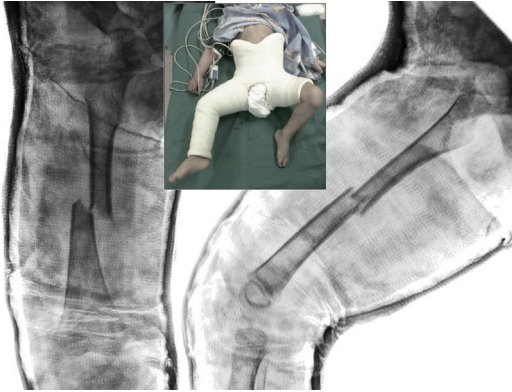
Radiografías de fémur derecho de una niña de 3 años, con una fractura diafisaria de fémur, tratada con yeso pelvipedio.
